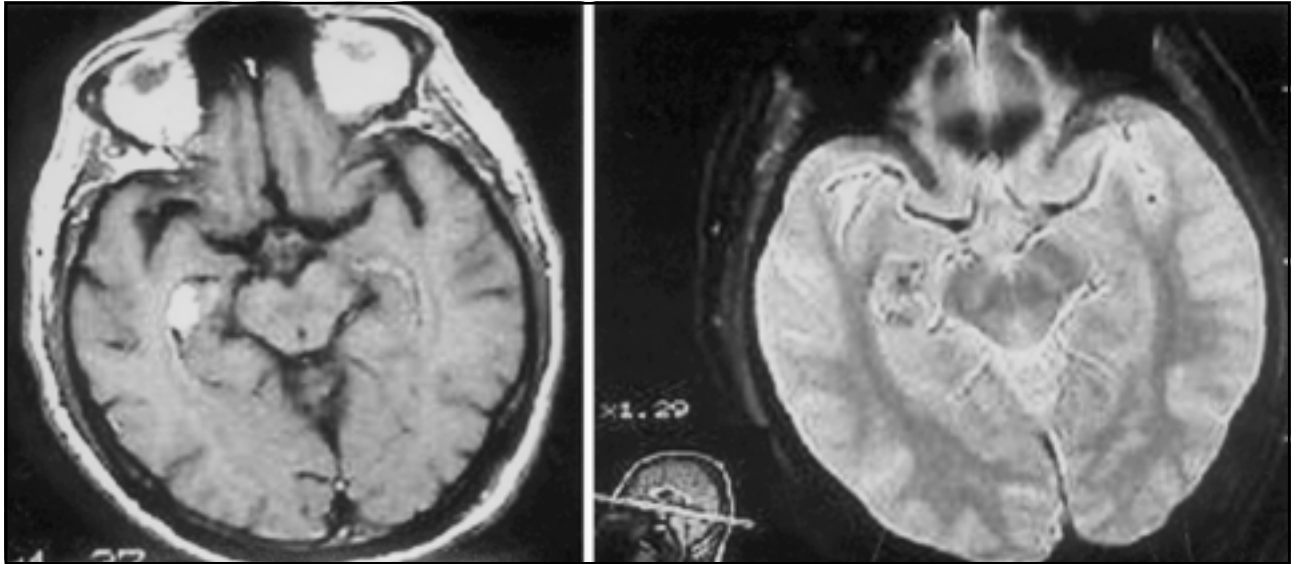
Ressonância magnética mostrando lesão isointensa em imagens ponderadas em T1, e hiperintensa em T2 (a). Nas seqüências de "T2-gradient-echo" a lesão era hipointensa (b), denotando a presença de produtos da degradação de hemoglobina no seu interior.
